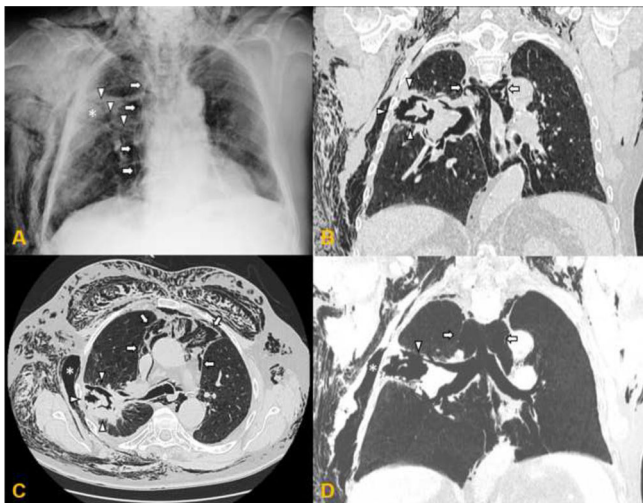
Radiografía de tórax, proyección PA (A). Extenso enfisema subcutáneo en pared torácica derecha y región supraclavicular y cervical, junto con neumomediastino (flechas). Masa mal delimitada en lóbulo superior derecho (asterisco), en aparente comunicación con un bronquio para dicho lóbulo (puntas de flecha). TC de tórax sin contraste intravenoso, ventana de parénquima pulmonar. Reconstrucciones multiplanares en plano coronal (B) y axial (C), con proyección de mínima intensidad (D). Se muestra con claridad la cavidad aérea rodeando la masa tratada (puntas de flecha en B y C), en comunicación con una rama bronquial para dicho lóbulo (punta de flecha en D), así como neumomediastino (flechas blancas) y extenso enfisema subcutáneo de predominio en pared costal derecha. Llama la atención un gran lóculo de gas en la pared torácica adyacente a la cavidad postermoablación, que sugiere la existencia de comunicación entre ambas cavidades (asterisco en C y D). También se observan signos de enfisema centrolobulillar de predominio en lóbulos superiores.
